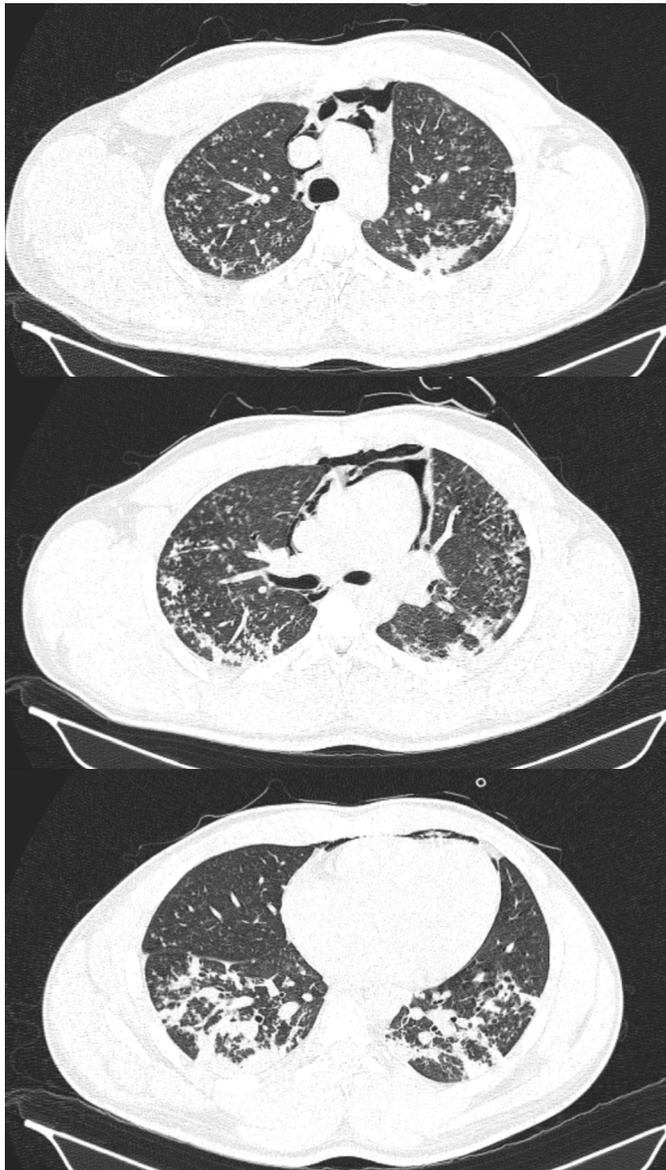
Tomografía axial computarizada simple de tórax. Evidencia de opacidades parenquimatosas en lóbulos superiores, lóbulo medio y lóbulos inferiores.
